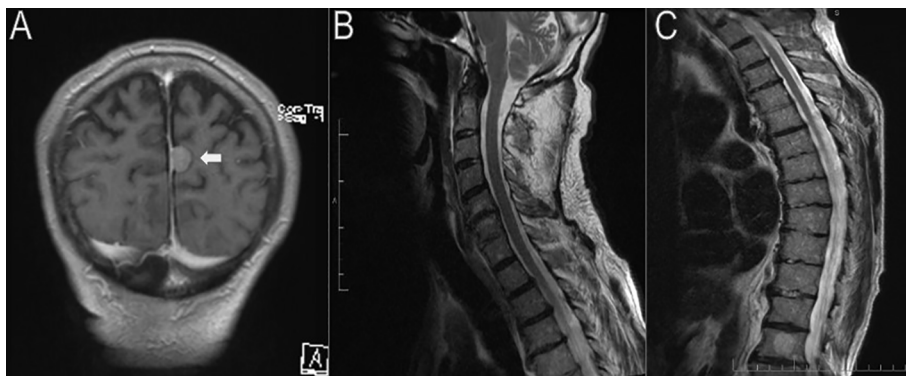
RM de cerebro y columna cervicodorsal. Imágenes potenciadas en T2 del resto del neuroeje, (A) coronal de cerebro, (B) sagital de columna cervical, (C) sagital de columna dorsal, en donde no se aprecian otros hallazgos vinculables a la lesión en estudio; solo se menciona una imagen compatible con meningioma (flecha) en región parietal medial izquierda en íntimo contacto con la hoz del cerebro.
